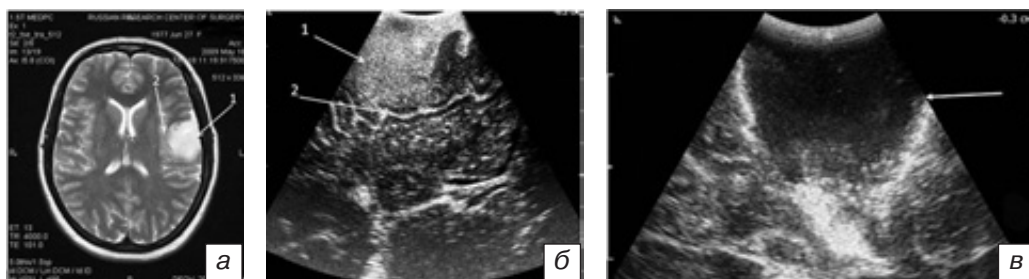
Фибриллярная астроцитома (II степень злокачественности, Grade II): *а* — МРТ в T2-взвешенном изображении, аксиальная проекция. Определяется астроцитома (1) левой височной доли, без перифокального отека, медиальными отделами прилегающая к островку (2); *б* — интраоперационная сонография до вскрытия ТМО. На полученном изображении хорошо визуализируется гиперэхогенная ткань опухоли (1), границы умеренно четкие, ровные. Хорошо видна гиперэхогенная борозда (2), отделяющая височную долю от островка; *в* — интраоперационная сонография — определяется гипоэхогенная полость в зоне удаленной опухоли (стрелка).
